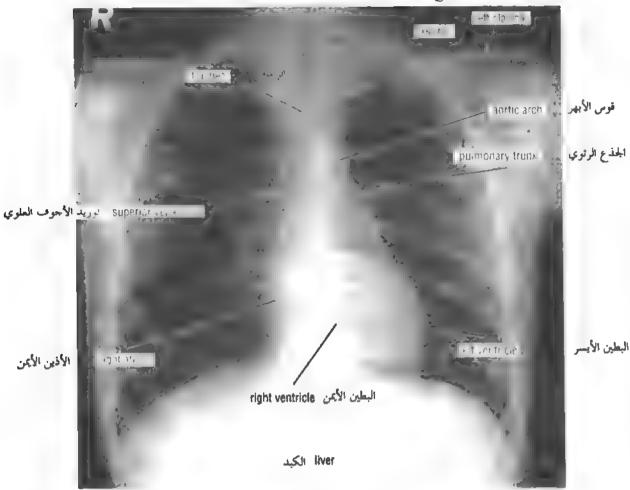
Posteroanterior radiograph of thorax.
